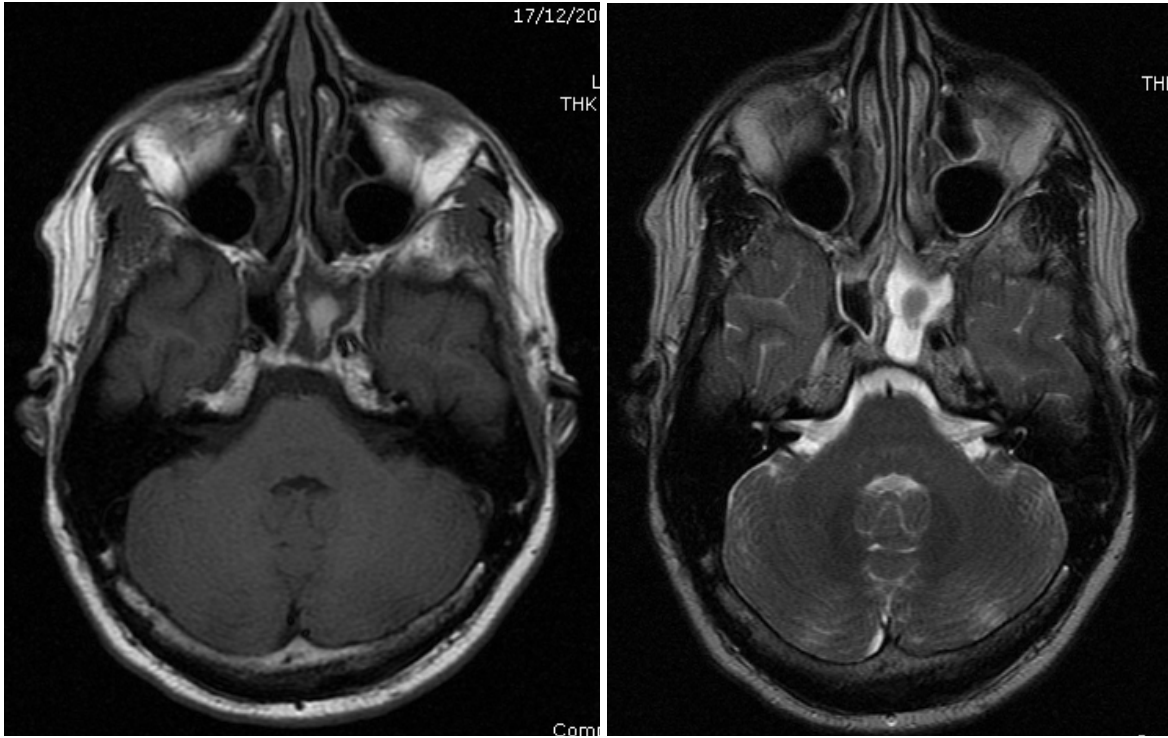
TDM des cavités sinusiennes montrant une Sinusite fongique sphénoïdale [43].
